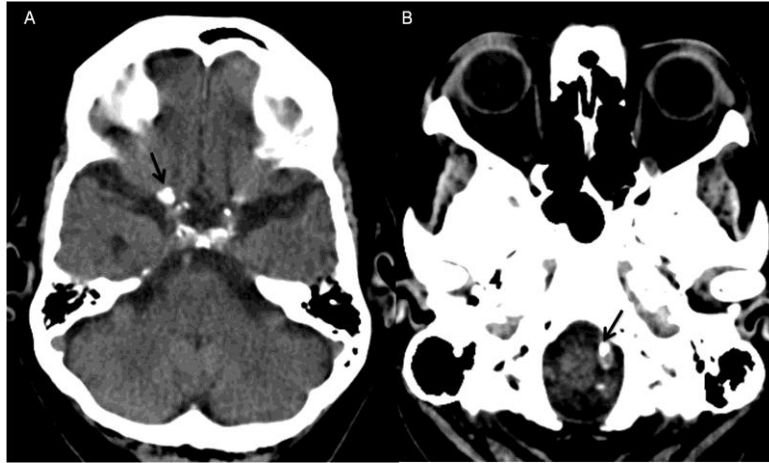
Ateromatosis de troncos arteriales basales. Imágenes de TC axial simple donde se observan áreas hiperdensas en el trayecto de la arteria carótida interna y arteria cerebral media derecha (flecha en A) y de la arteria vertebral izquierda (flecha en B) por ateromatosis calcificada. Imagen archivo F.C.I
